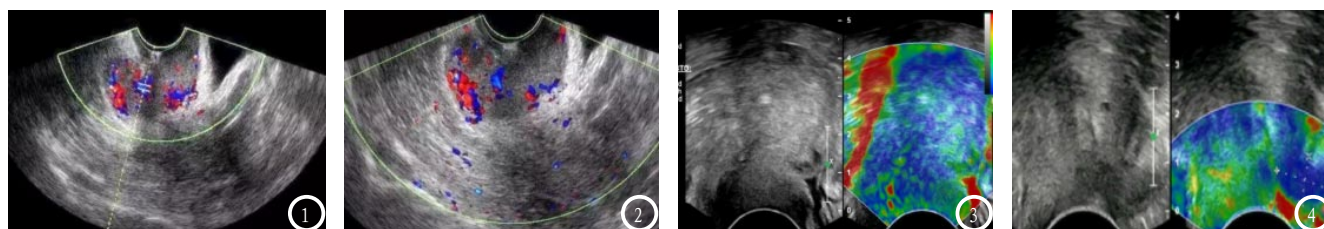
宫颈癌常规超声（治疗前）。图2 宫颈癌常规超声（治疗后）。图3 宫颈癌超声功能成像（治疗前）。图4 宫颈癌超声功能成像（治疗后）。
